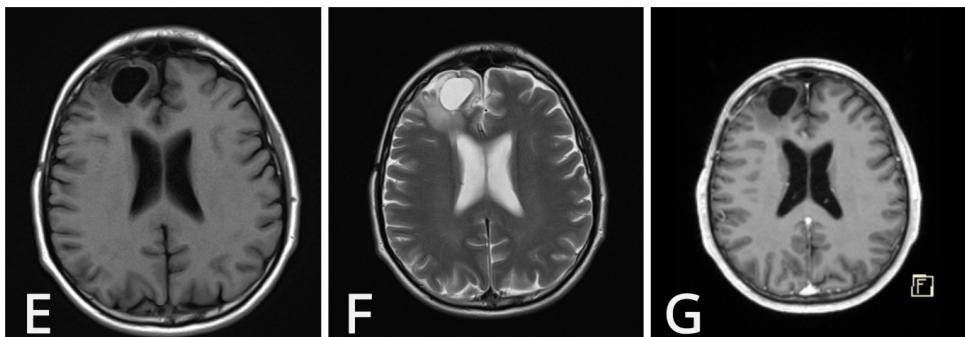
Preoperativne MRI slike mozga, aksijalni pogled T1-izmerena slika (T1WI). (A) Aksijalni pogled, T2WI. (B), Aksijalni prikaz, T2 FLAIR ponderisana sekvenca (C) Aksijalni prikaz, T1WI sa poboljšanim kontrastom (D). Lezija desnog frontalnog režnja je izgledala kao hiperdenza na kompjuterizovanoj tomografiji mozga (CT), kratki signal na T1-ponderisanim slikama magnetne rezonance (T1WI) i dug signal na T2-ponderisanim slikama magnetne rezonance (T2WI) sa heterogenim signalom na T2 FLAIR ponderisanoj sekvenci
